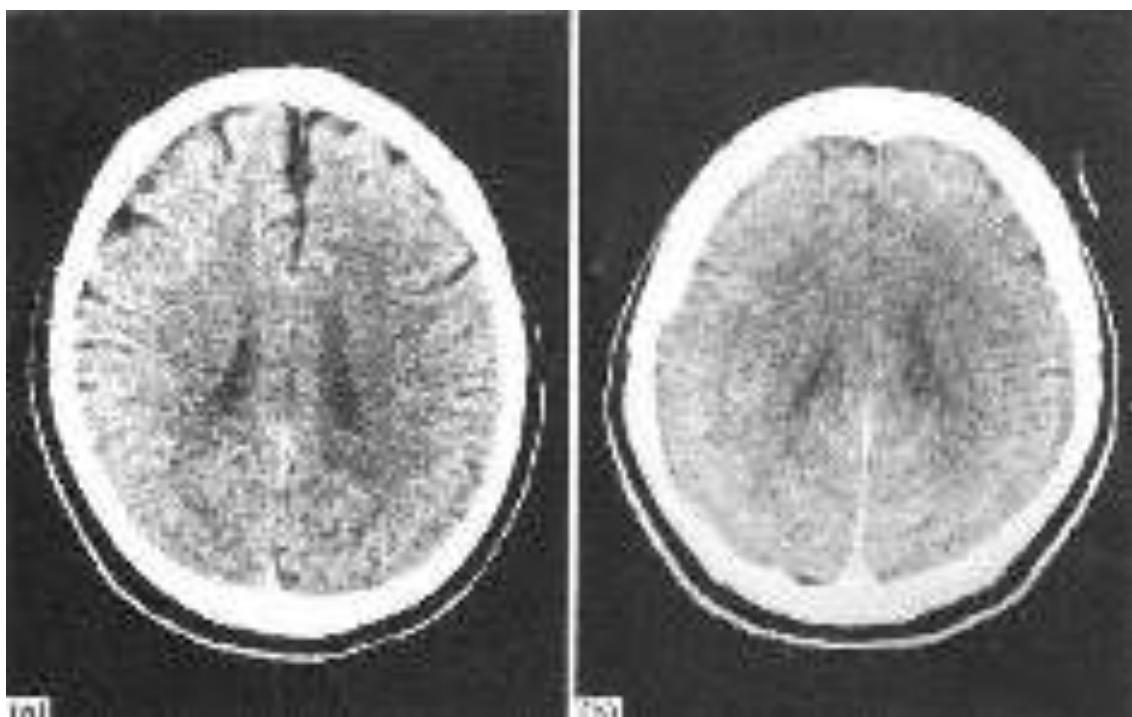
CT findings of two schizophrenic patients. The left picture (a) shows a horizontal section through the brain of a patient with frontal cortical atrophy including dilation of the anterior longitudinal fissure. Eight out of eleven examined patients with higher latencies and error rates when executing anti-saccades showed these abnormalities. The right picture (b) shows normal CT finding of a schizophrenia patient. The performance of this patient when performing anti-saccades were normal. None of the patients with normal antisaccade parameters showed conspicuous CT findings, Fukushima et al. (1990), p. 17.
